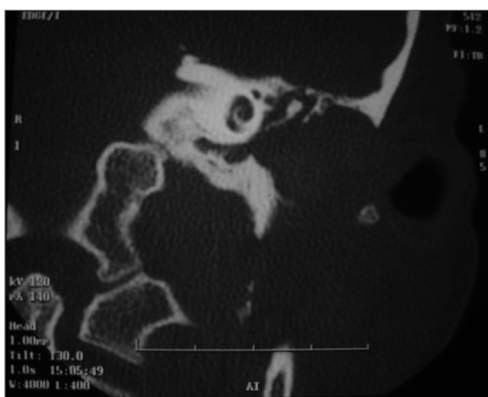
TC de osso temporal - Orelha Esquerda.
